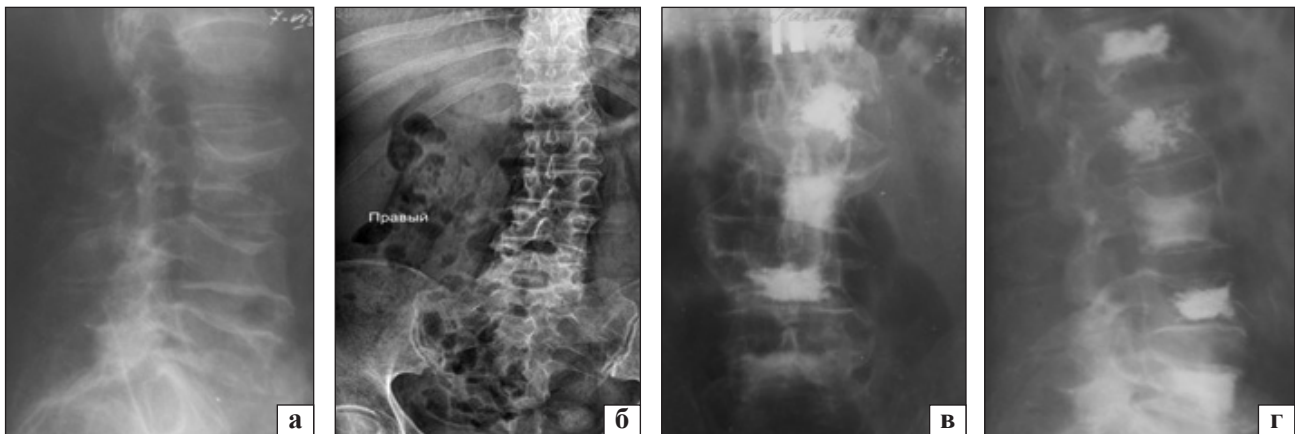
Фотовідбитки рентгенограм хворої Р., 78 років. Діагноз: компресійний перелом L_I–L_{II}–L_{III}–L_{IV}–L_V хребців на фоні остеопорозу (до (а, б) та після (в, г) оперативного лікування)
